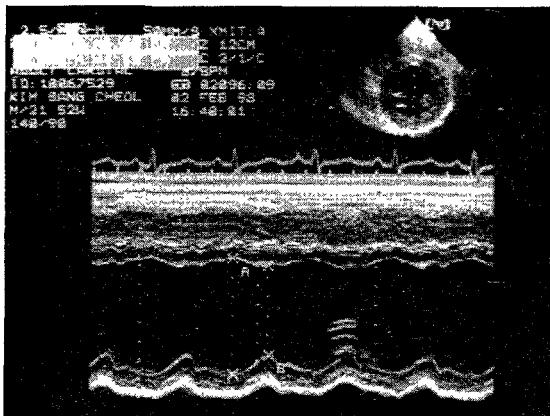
Transthoracic echocardiography shows LVE, global hypokinesia of wall motion and reduced LV systolic function.
